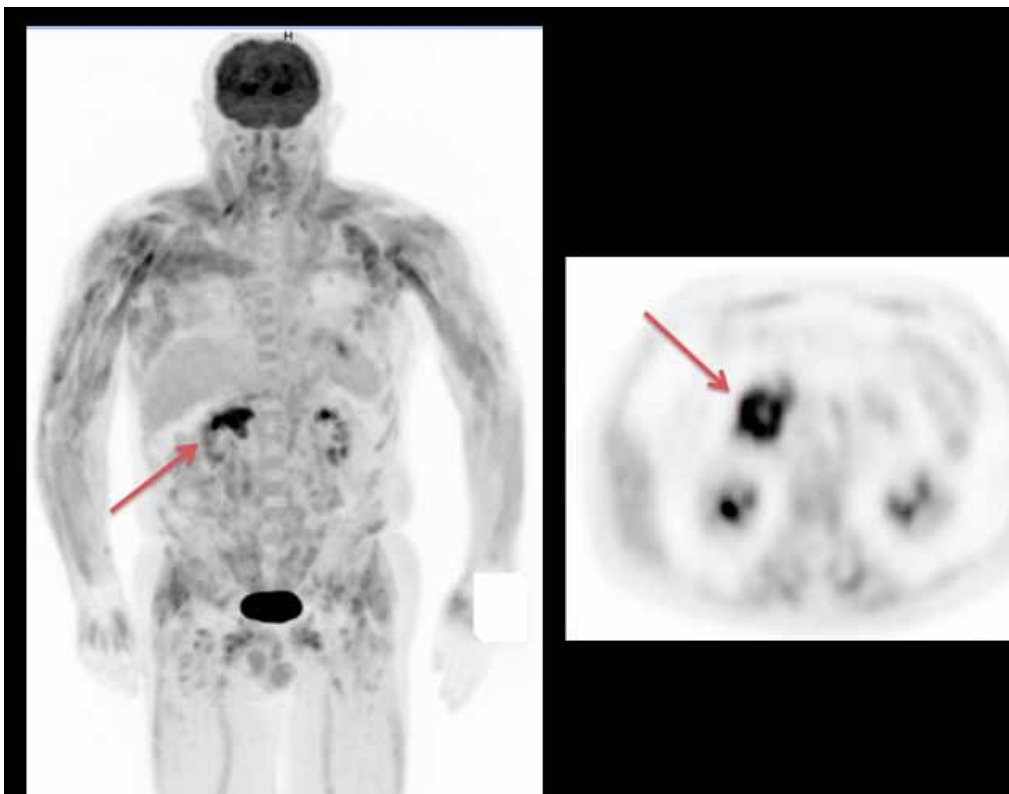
PET (MIP o Proyección de Máxima Intensidad; y corte axial de abdomen):
